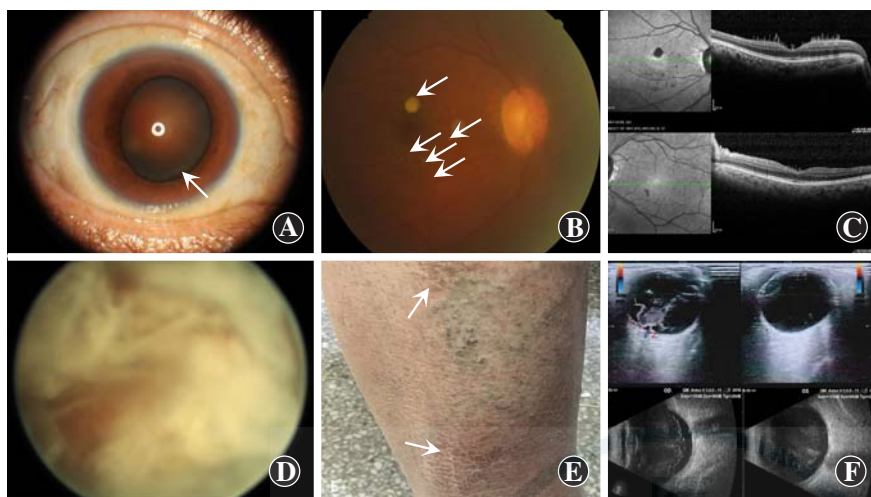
玻璃体淀粉样变性患者眼部和皮肤改变 A: 例 6 患者玻璃体切割术后右眼前节彩色照相 可见下方和鼻下方瞳孔缘处玻璃体内有灰白色条索状混浊(箭头) B: 例 6 患者玻璃体切割术后右眼彩色眼底照相 可见黄斑区残留致密灰白色点状和团块状混浊(箭头) C: 例 6 患者玻璃体切割术后双眼 OCT 图像 可见双眼黄斑区视网膜上有大量高反光物质沉着 D: 例 7 患者右眼前节彩色照相 可见玻璃体内致密灰白色团块状和条索状混浊,几乎完全遮挡眼底 E: 例 4 患者右下肢外观照 可见局部皮肤色素沉着(箭头) F: 例 2 患者(上方)和例 3 患者(下方)双眼 B 型超声图像 可见玻璃体内团块状及条带状回声,与/不与后极部球壁回声相连
